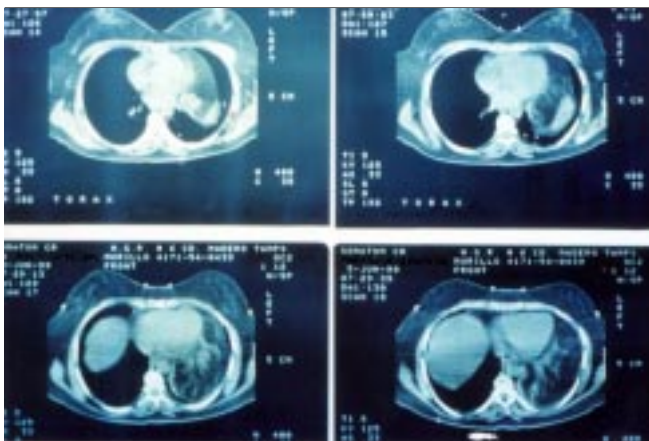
Tomografía computarizada de tórax en la que se identifica un tumor mediastinal que se proyecta atrás del corazón. Su densidad es heterogénea. La imagen cardíaca es normal.
